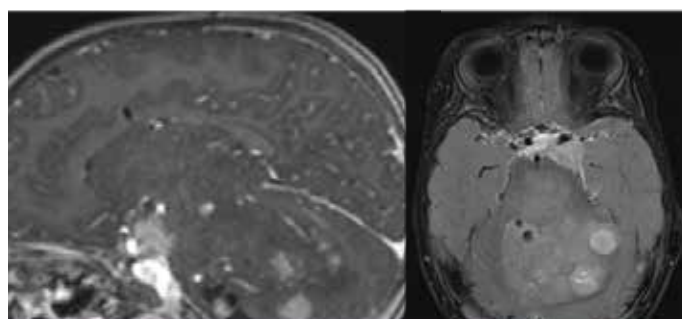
МРТ головного мозга после проведенного лечения (новые узлы в ХСО, ЗЧЯ)
